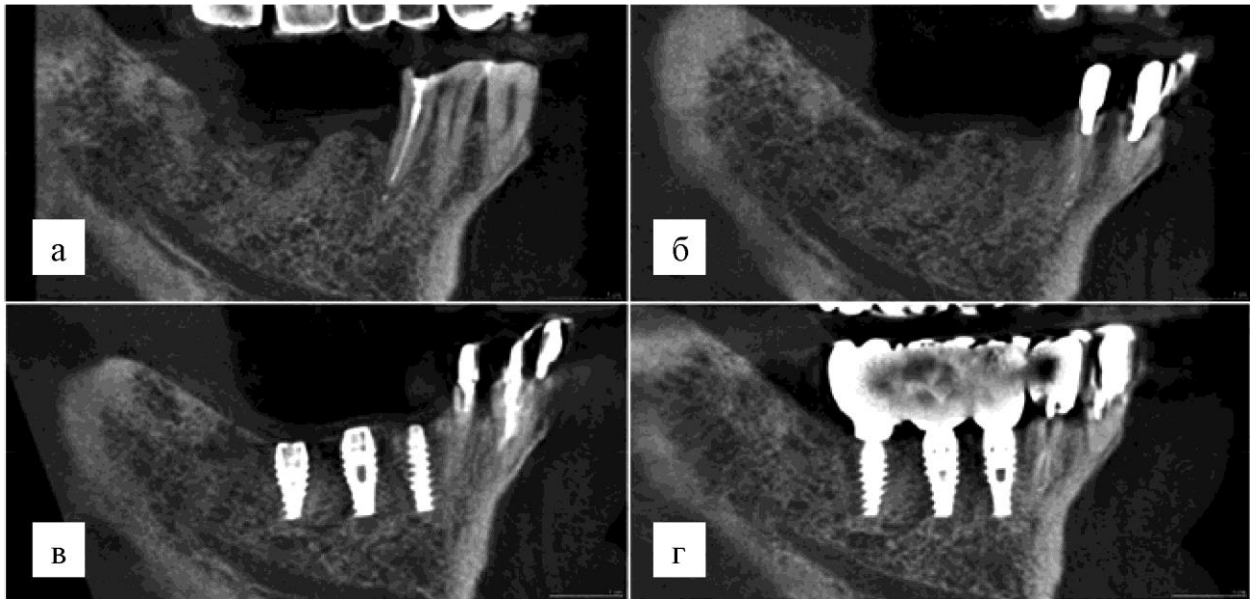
Отдаленный клинический результат замещения концевое дефекта альвеолярного гребня и восстановления зубного ряда 4-го челюстного сегмента у пациента М. 61 года из основной группы исследования. Компьютерные томограммы: а) до лечения – неравномерная атрофия альвеолярного гребня, отсутствие 45, 46 и 47 зубов; б) через 6 месяцев после реконструкции с применением СВФ-ЖТ-содержащих костнопластических материалов – получен достаточный объем костной ткани для размещения денальных имплантатов; в) через 3 месяца после установки денальных имплантатов – структура и плотность околоимплантатной костной ткани свидетельствуют об успешной остеоинтеграции; г) через 24 месяца функционирования зубопротезных конструкций – отсутствует околоимплантатная маргинальная костная потеря, нет снижения высоты реконструированного альвеолярного гребня, высокая степень костно-имплантатного контакта
